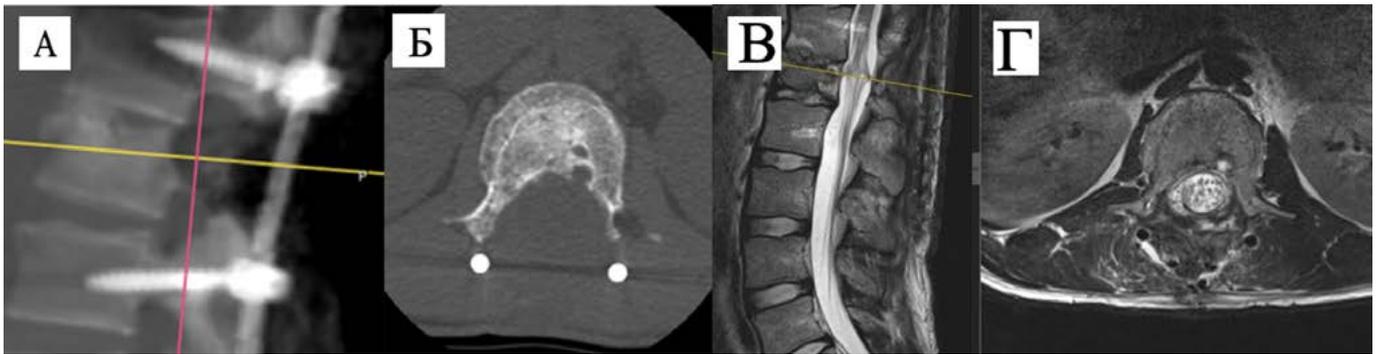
КТ поясничного отдела позвоночника от 24 апреля 2024 года: сагиттальная (А), аксиальная (Б) проекции. Ось позвоночника удовлетворительная, состояние после тотального удаления отломка L1-позвонка. МРТ поясничного отдела позвоночника 24 апреля 2024 г.: позвоночный канал свободен (В), признаков компрессии нервных тканей не отмечается (Г).
